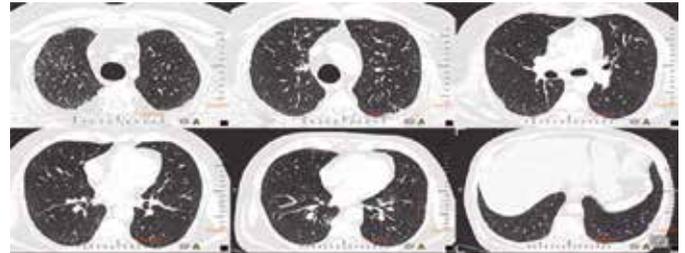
TC de tórax de controle 4 meses após demonstrou melhora dos padrões em relação aos exames anteriores, com bandas parenquimatosas esparsas, provavelmente decorrentes de fibrose residual.
